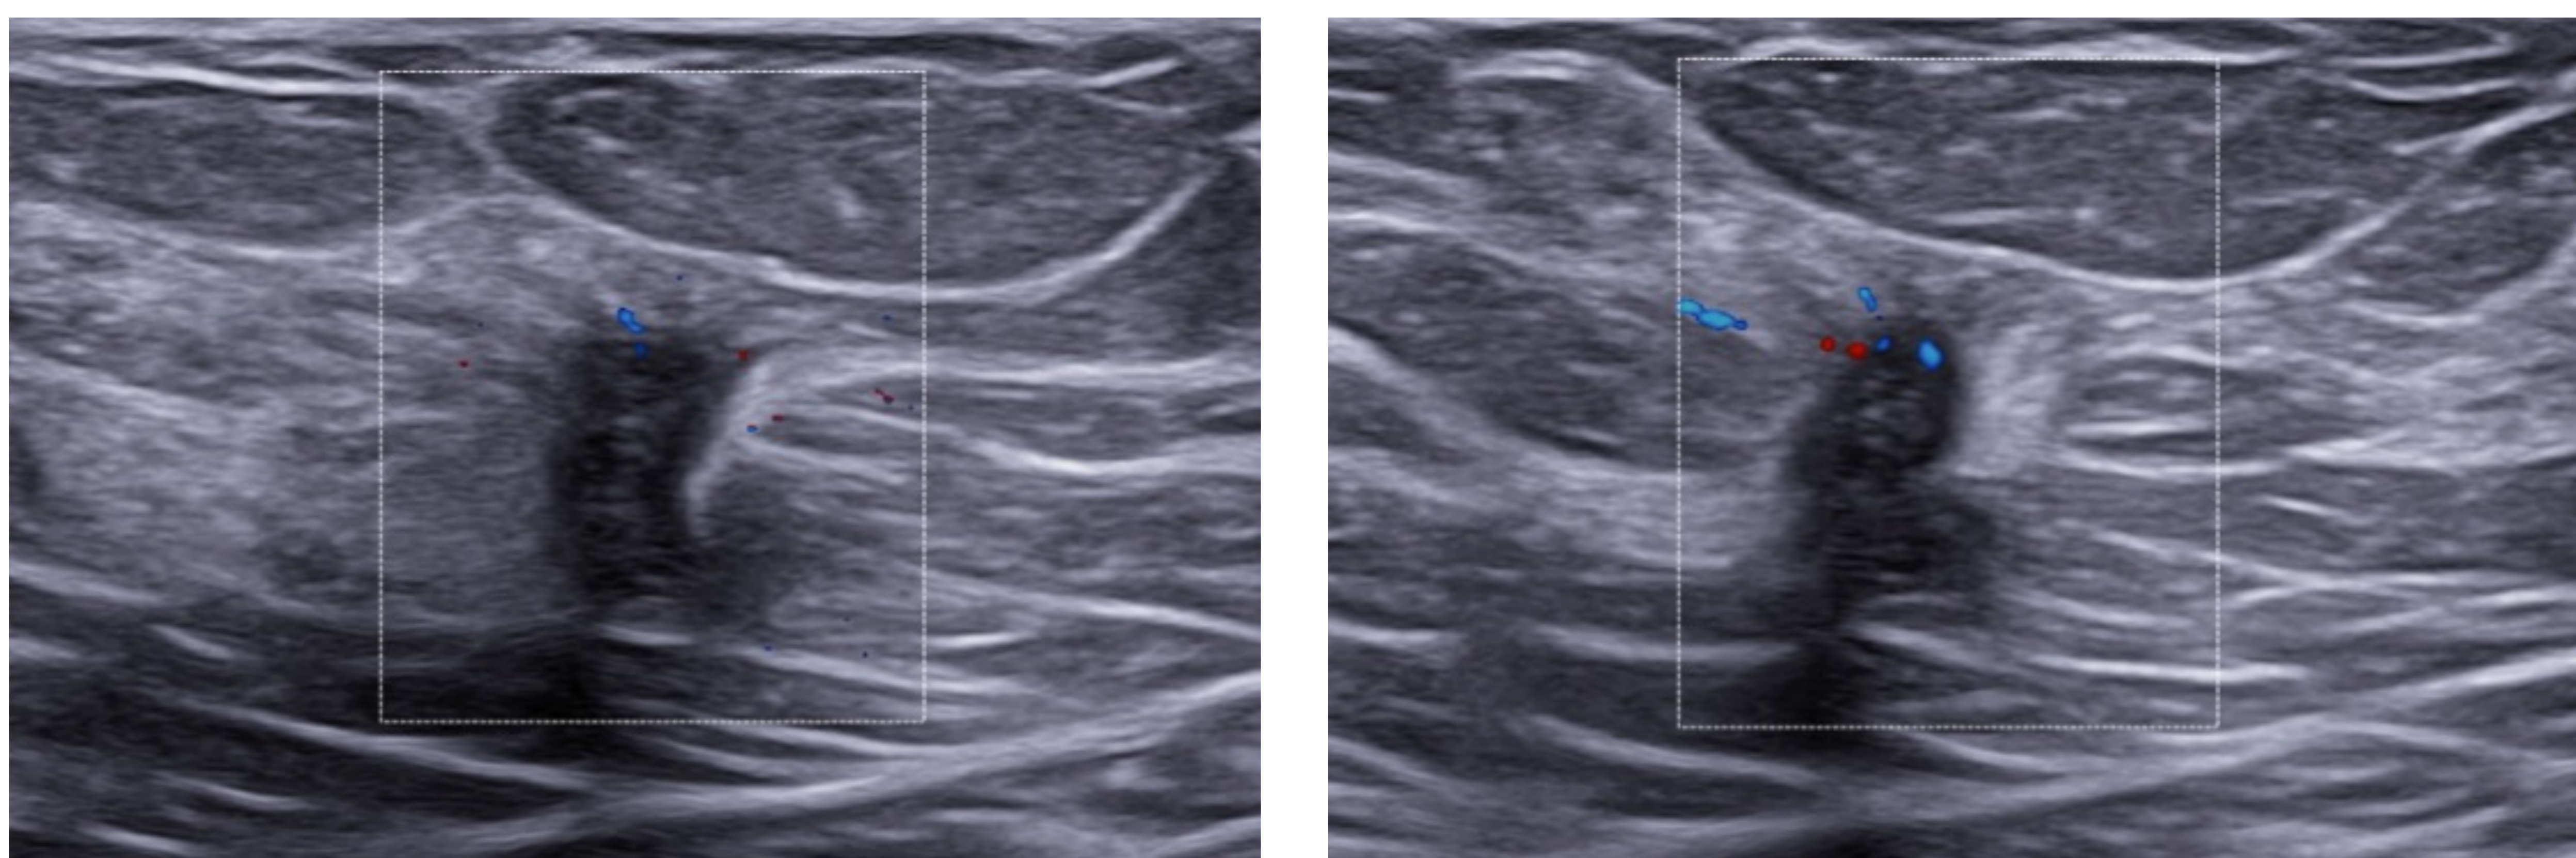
Fibromatosis mamaria. En ecografía, nódulo sólido de bordes irregulares espiculados con marcada reacción desmoplásica, sospechoso de malignidad. La biopsia concluye de fibromatosis (tumor desmoides).
